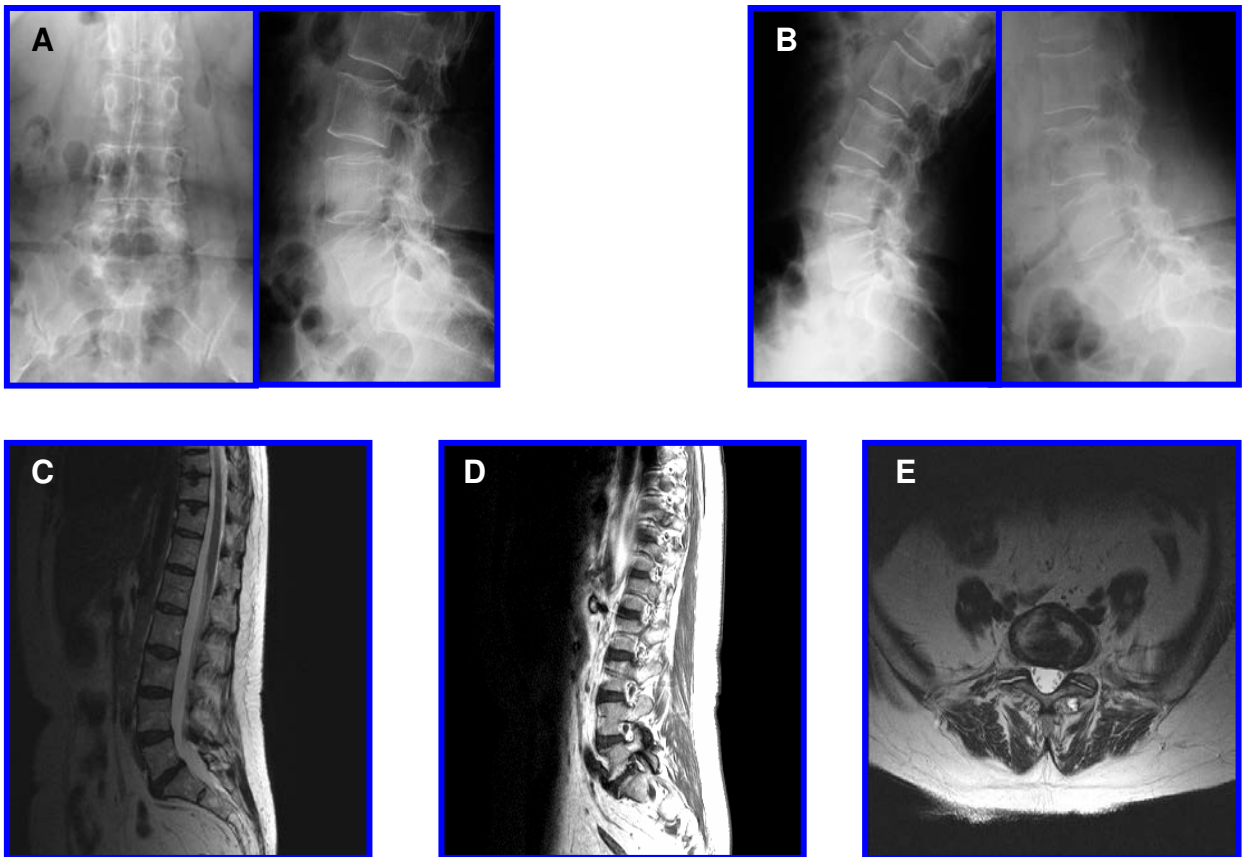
(A, B) Radiografías simples y dinámicas, donde se observa disminución del espacio L3-L4, L4-L5 y L5-S1, sin evidencia de inestabilidad. (C, D, E) IRM, en cortes axiales y sagitales, en fase T2, donde se observa la herniación discal, con degeneración grado III de Pfirrmann en L3-L4 y grado IV en el segmento L4-L5.
